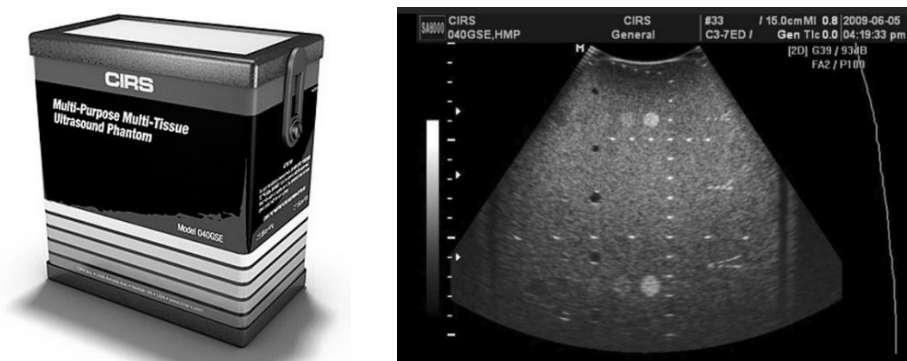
Fantoma utilizado para controle de qualidade em ultrassonografia (phantom). Fonte: CIRS
